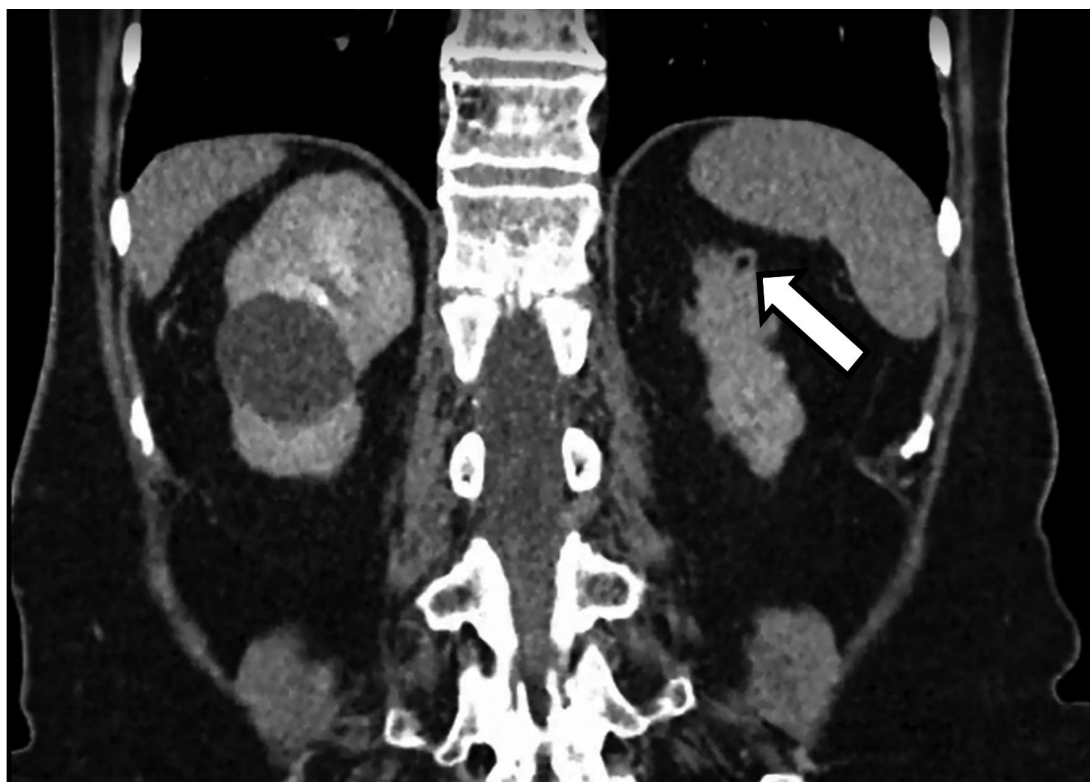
МСКТ почек с в/в контрастированием через 3 года после вмешательства
